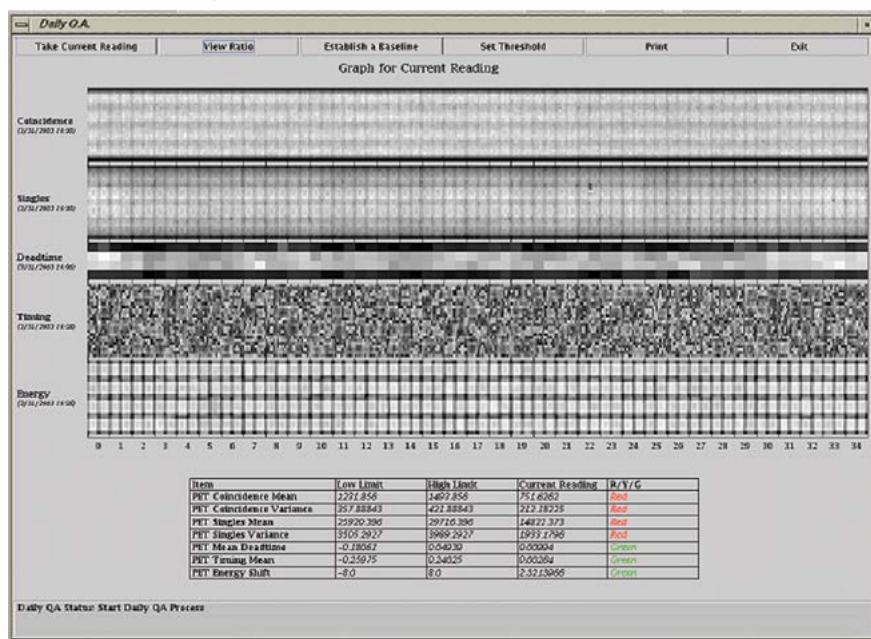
Ежедневный QA для ПЭТ-системы, включающий подсчет частоты коинциденций, ошибочных детекций, оценку мертвого времени каждого из массива детекторов, смещения фотопика.
